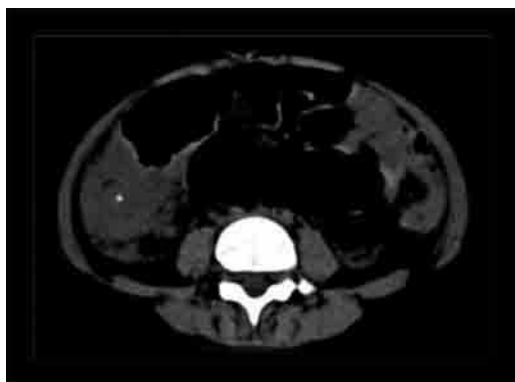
TAC de abdomen, en la que se observa masa en fosa iliaca derecha dependiente de ciego, con calcificación central (flecha).
